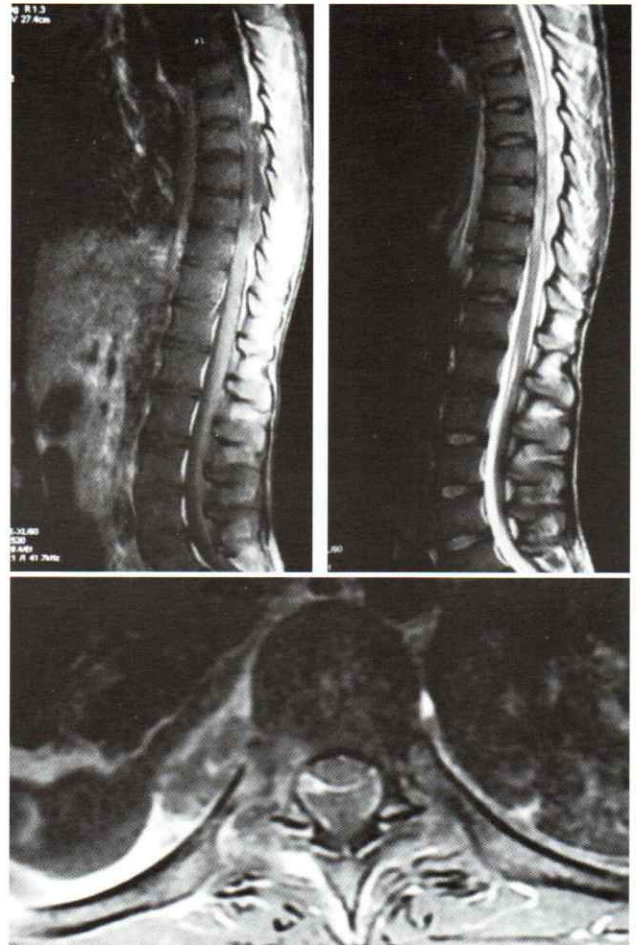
IRM en séquences pondérées T1 et T2 en coupes sagittale et coronale a montré un abcès épidural et le cordon compression. Ainsi qu'un épanchement pleural droit
